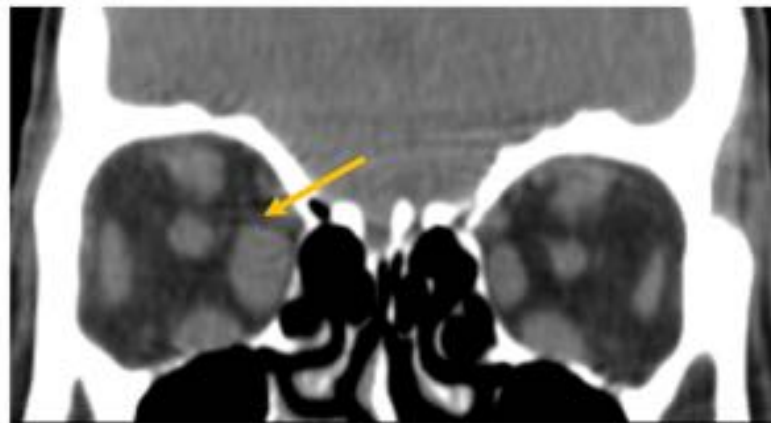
Enfermedad tiroidea orbitaria. Cortes coronal y sagital de TC de órbitas sin CIV en una mujer de 62 años con antecedentes de enfermedad de Graves, en el corte coronal. se observa un engrosamiento unilateral del recto medial derecho (flecha amarilla). En el corte sagital se observa que hay un respeto de la grasa a nivel del apex (flecha amarilla)
